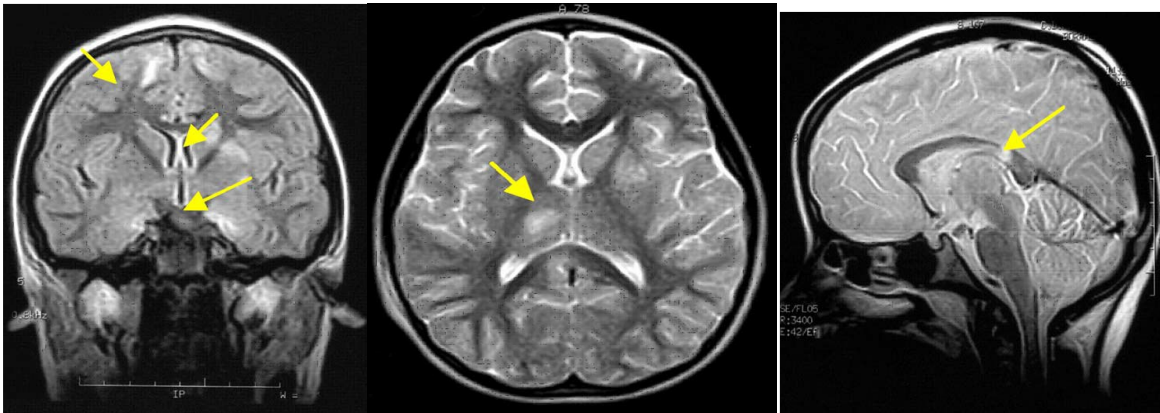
“Síndrome del Bebé Sacudido” / SBS Shaken Baby Syndrome. MED-TAC International Corp. <https://tactical-medicine.com/es/blogs/news/sindrome-del-bebe-sacudido-sbs-shaken-baby-syndrome-sindrome-bebe-zarandeado-lesion-cerebral-traumatica-en-ninos>
